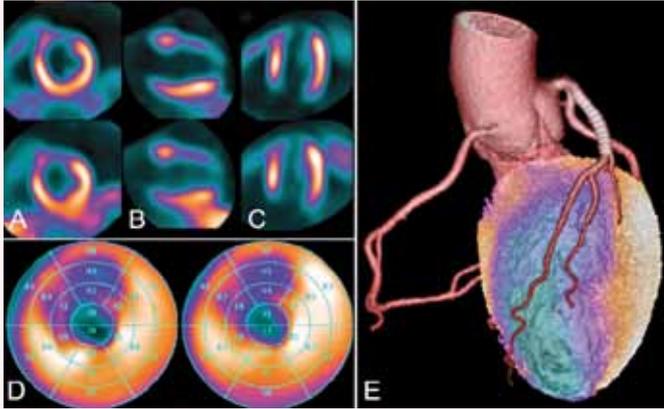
CT-Koronarangiographie eines 51-jährigen Diabetikers mit unklarer Belastungsdyspnoe.
